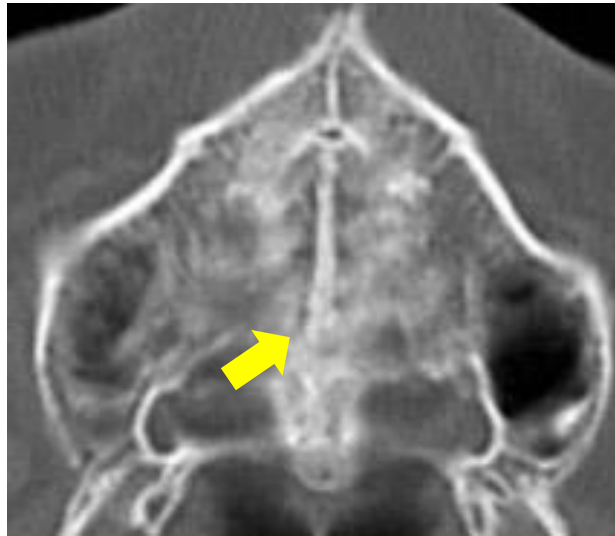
MPS matürasyonunda 2. evrenin BT görüntüsü.
